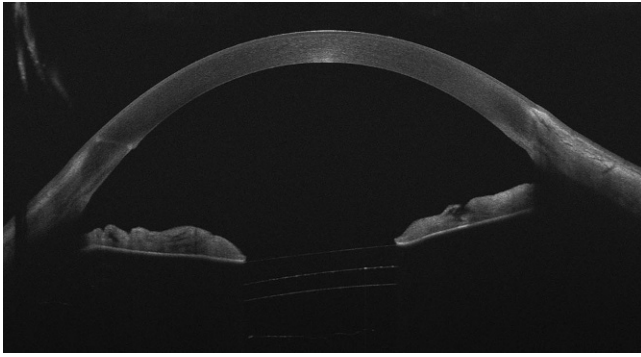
◀ Vorderabschnitts-OCT (optische Kohärenztomographie) mit regelrechter Positionierung der beiden Intraokularlinsen (IOLs)
